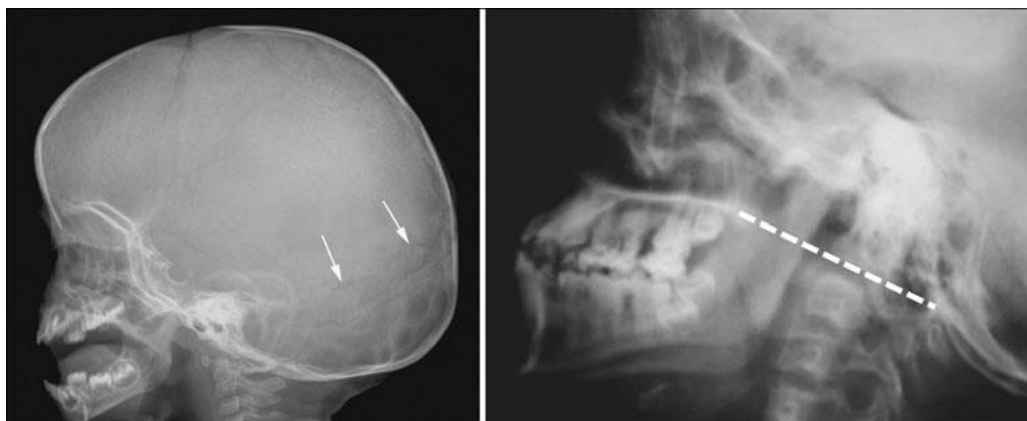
Radiografias de perfil do crânio de uma criança com OI (esquerda) e de um jovem adulto com OI (à direita) mostram uma deformação incipiente da região occipital, associado a inúmeros ossos wormianos (setas) do lado esquerdo e uma invaginação basilar à direita. (20)
